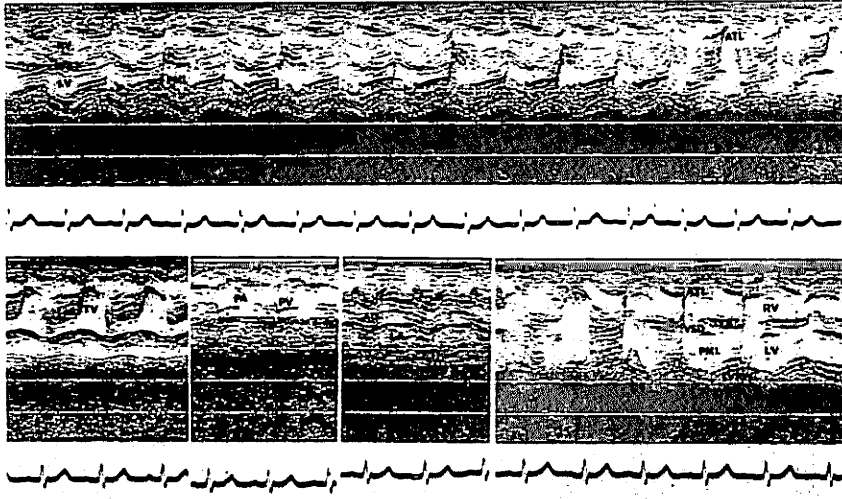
Echocardiogram of 12 day-old-infant with atrioventricular canal defect.
